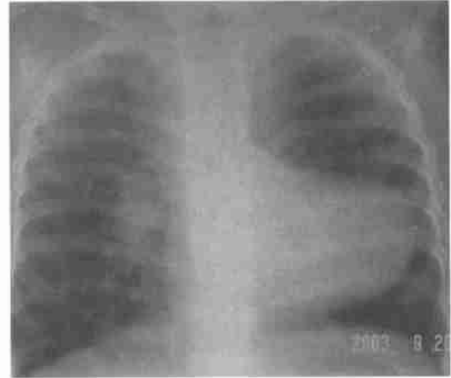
肺动脉闭锁伴室间隔缺损X线胸片，心脏增大，肺动脉段凹陷，心尖上翘，肺血减少，右位主动脉弓
